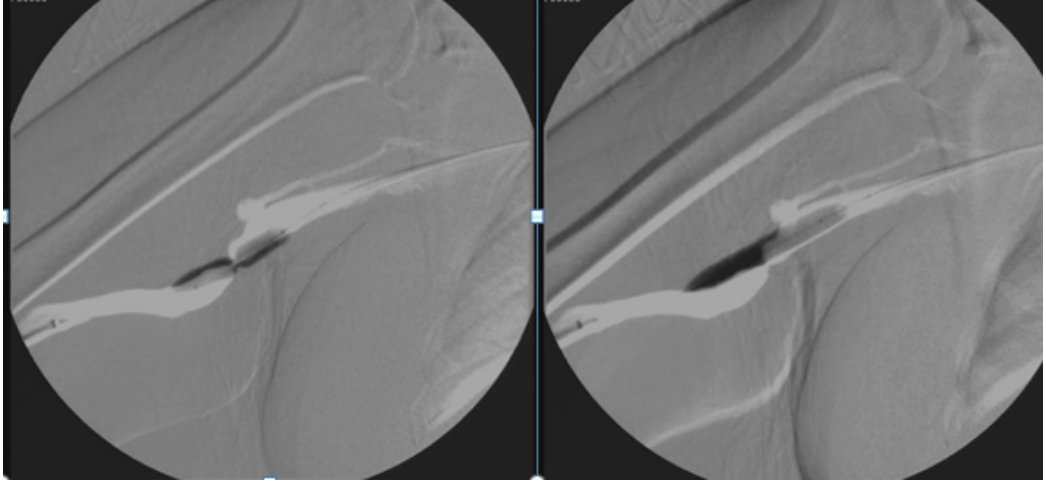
57 yaşında bayan hasta fistül disfonksiyonu nedeniyle tarafımıza başvurmuş olup diagnostik anjiyografisinde anastomoz düzeyinde arter ve drenaj veninde darlıklar tespit edildi.
